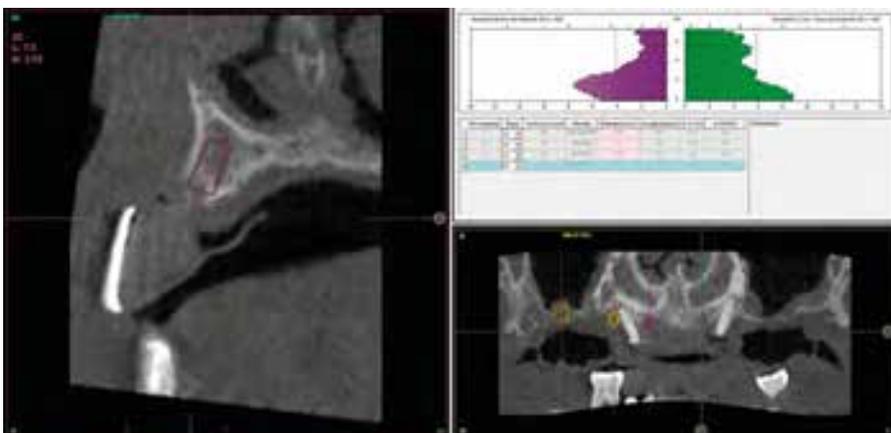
Radiografia após extrações e tratamento periodontal inicial.
